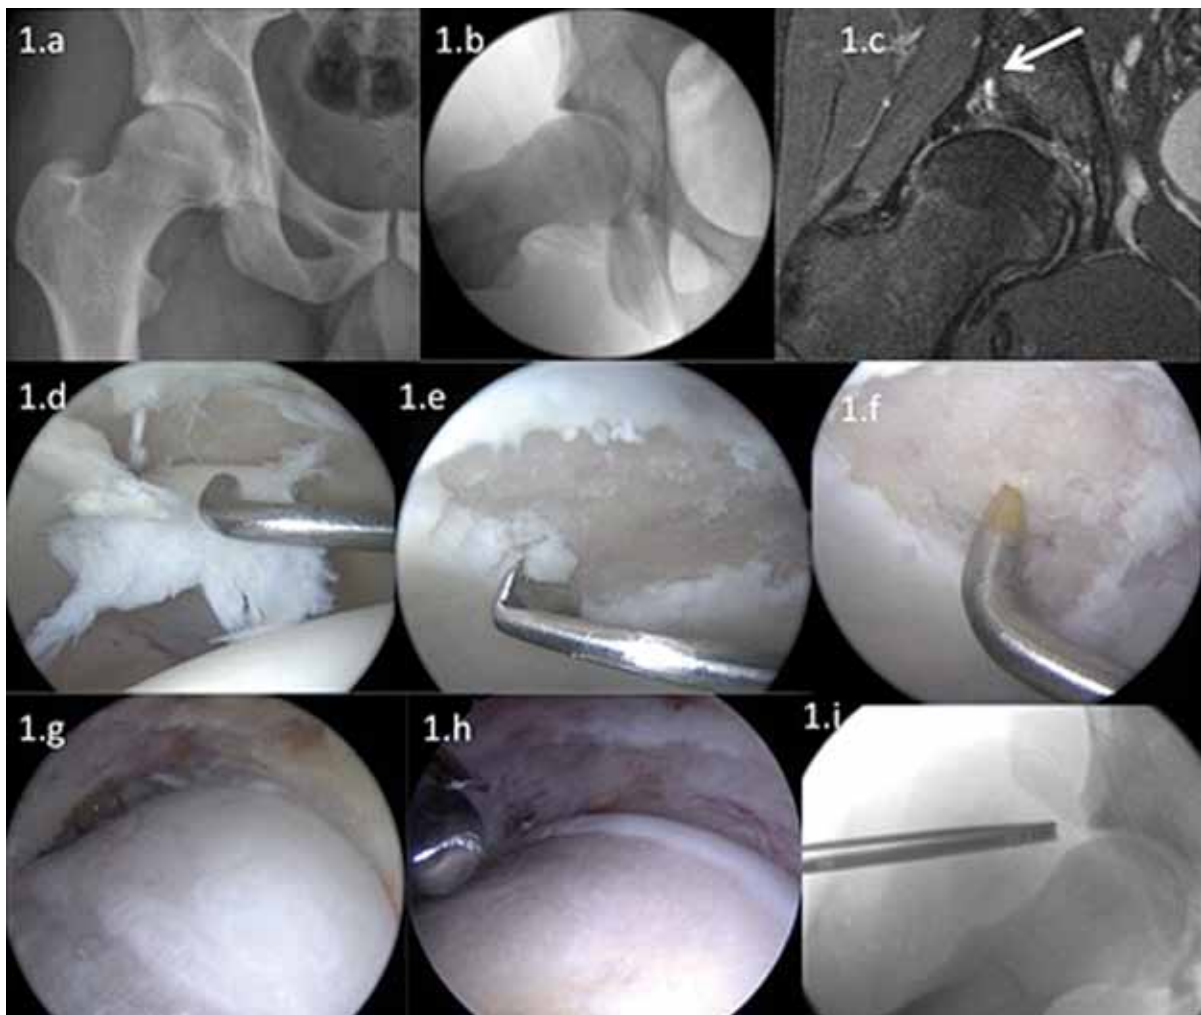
Paciente hombre, 23 años deportista, jugador de rugby. Presenta coxalgia derecha en relación al deporte, no cede con el reposo deportivo. La radiografía de Pelvis AP y axial de cuello femoral demuestran un PFA tipo CAM sin un estrechamiento del espacio articular (1.a,b). En la RM se aprecia una lesión del lábrum, además una lesión focal de cartilago con un quiste y edema subcondral (1.c). Pese a este signo de mal pronóstico dada su joven edad y ausencia de otros signos de artrosis, se opta por realizar una artroscopia de cadera. En ella se constata una extensa lesión condral de espesor completo en la zona de carga del acetábulo (1.d), la cabeza femoral no presenta lesiones condrales. Se realiza el debridamiento de la lesión con resección de las porciones inestables del cartilago (1.e); se realizan además microfracturas en la zona de lesión condral (1.f). En el compartimento periférico se comprueba la presencia de una extensa giba femoral (1.g) la cual se reseca mediante una plastía femoral (1.h). Las pruebas dinámicas intraoperatorias al término de la plastía femoral demostraron una ausencia de pinzamiento; la radiografía axial demostró una satisfactoria corrección de la deformidad femoral (1.i).
